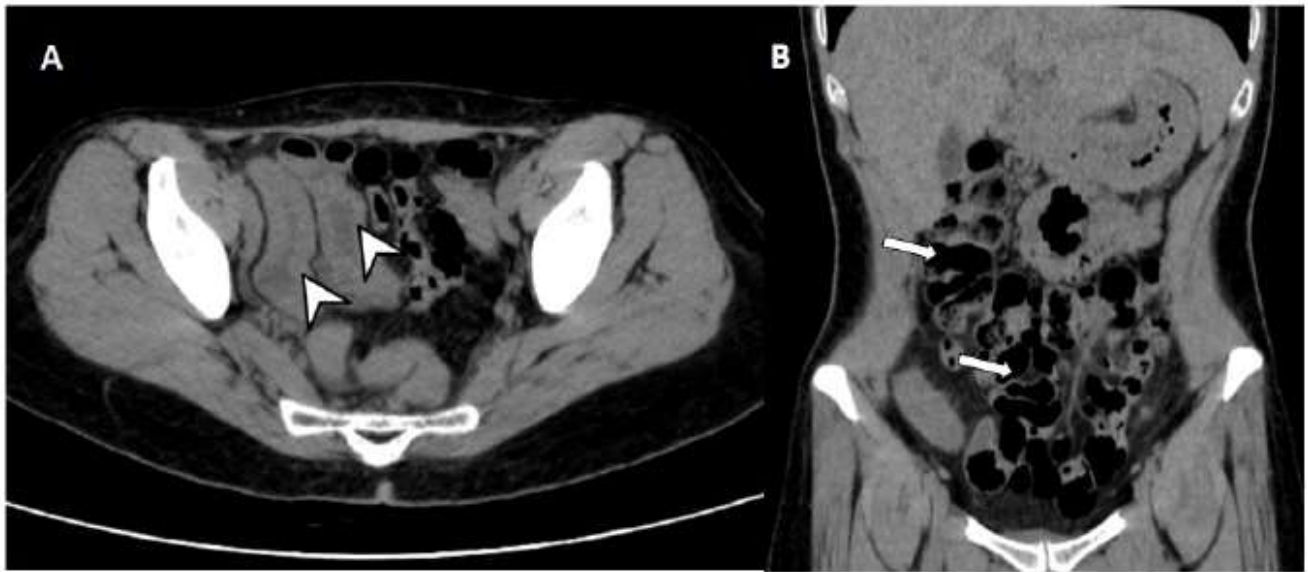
A-B: Em A, corte axial de TC sem contraste que mostra espessamento do íleo terminal e alças adjacentes (cabeça de seta). Em B, reconstrução no plano coronal evidenciando leve dilatação de alças intestinais (setas).
